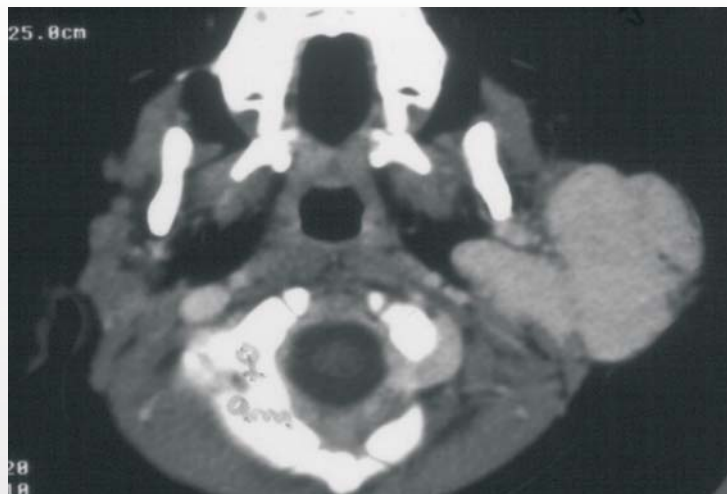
TC mostrando acometimento do lobo profundo da parótida, não evidenciado pelo US-hemangioma da parótida na infância.
